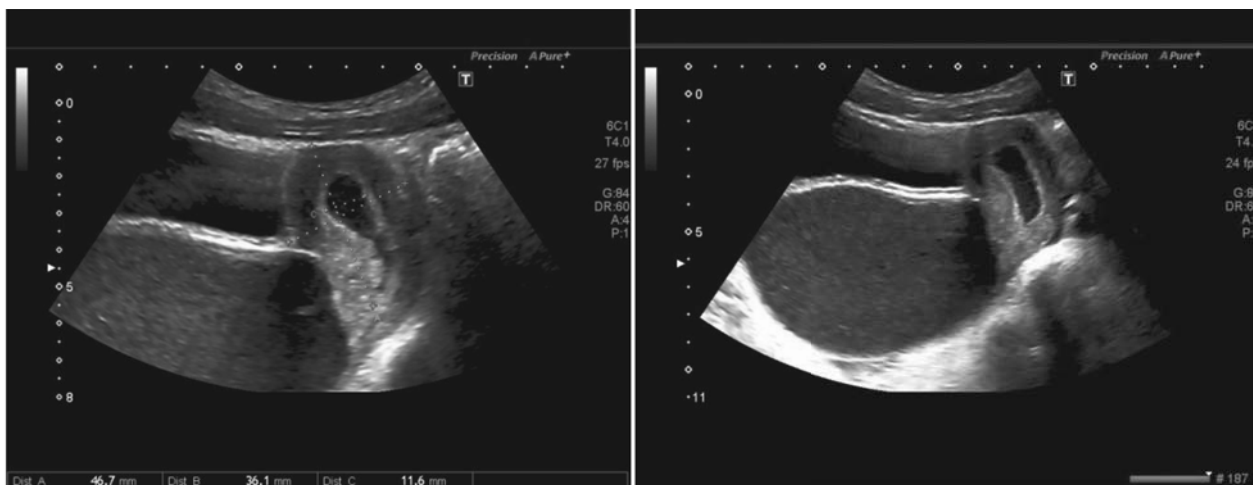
USG transabdominală 2D a pacientei R., 14 ani, arată hematometră cu dimensiunile 47,7x36,1x11,6 mm cu dilatarea avansată a vaginului (hematocolpos, 118x62 mm) ca rezultat al septului vaginal transversal complet jos.
